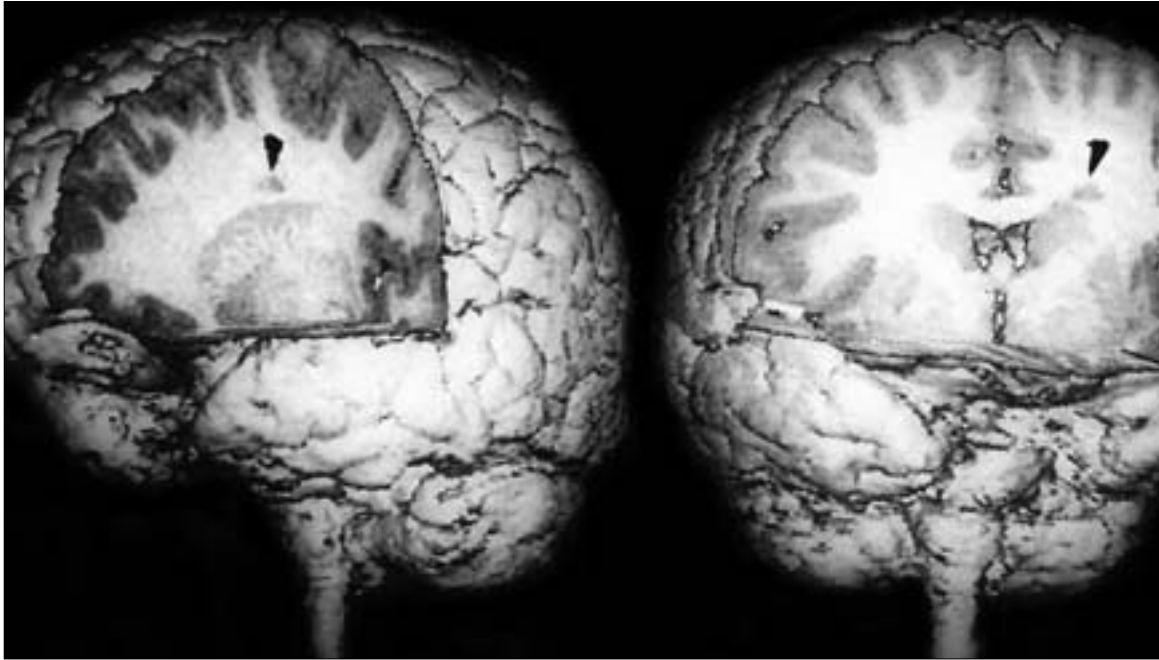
Paciente joven con síndrome de cromosoma X frágil, retraso mental y epilepsia focal. En la RM tridimensional en cortes sagital y coronal se observa una pequeña heterotopía (punta de flecha) en la zona próxima a la cabeza del núcleo caudado izquierdo.
